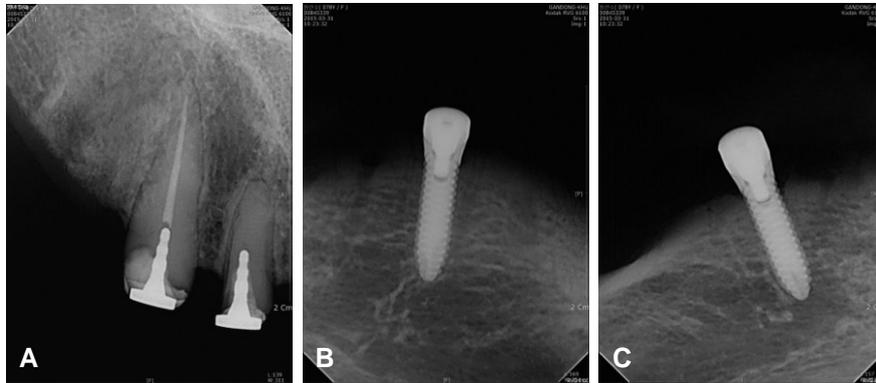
Radiographs on 5 months after final prosthesis delivery. (A) Resin coping was built up again due to dental caries on residual roots. PDL space widening on #12 was reduced. (B, C) Implants are intact.
